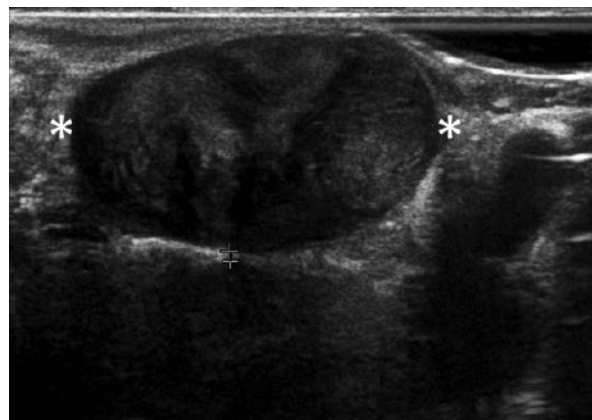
Эхограмма лейомиосаркомы. ЭРУЗИ в В-режиме, метками (*) обозначена опухоль
